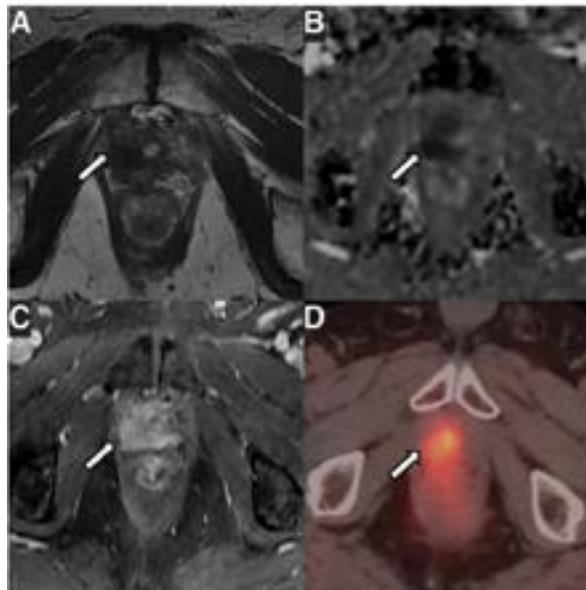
МпМРТ и ПЭТ/КТ с ^{18}F -флуцикловином пациента М., 75 лет, с местным рецидивом РПЖ (по шкале Глисона (Gleason) 3 + 4) (обозначен стрелкой), которому выполнена радикальная простатэктомия. (А – С) На мпМРТ – Т2-гиподенсивный очаг в правом боковом везикоуретральном анастомозе (А) с ограничением коэффициента диффузии (В) и ранним артериальным усилением динамического контрастного изображения (С). (D) При ПЭТ/КТ с ^{18}F -флуцикловином – асимметричное повышение поглощения радиоиндикатора в данном участке поражения ($\text{SUV}_{\text{max}} = 5,5$) (J. Calais, 2019)
